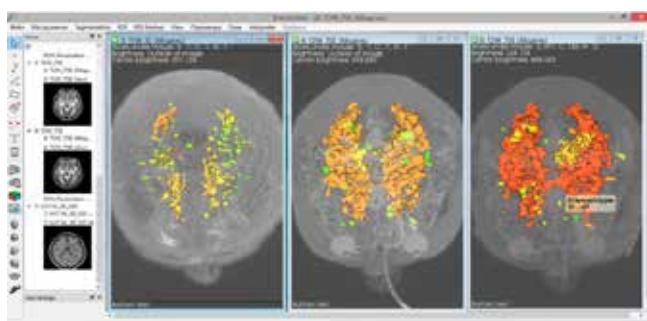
3D-визуализация трех разнесенных по времени МРТ-исследований головного мозга пациента с РС с проведением неформального цветового контрастирования, характеризующего интенсивность очаговых паттернов
